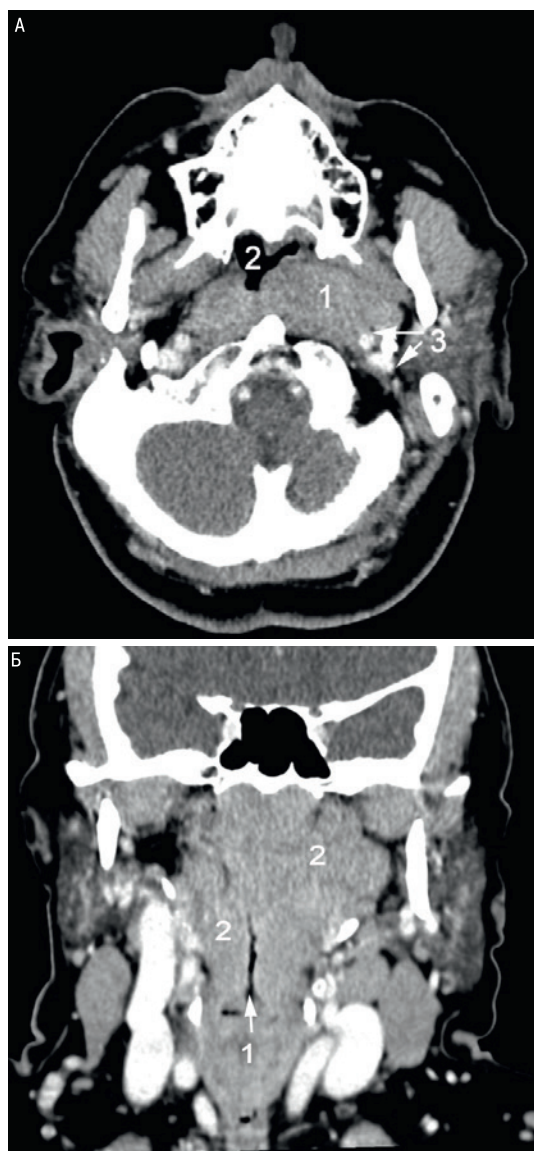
МСКТ глотки после внутривенного контрастирования. Объемное образование окологлоточного пространства
